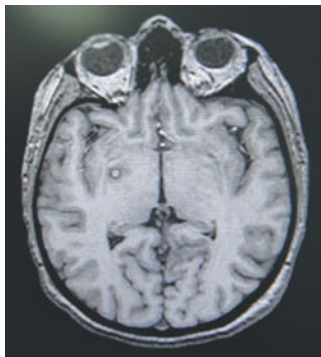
Паллидотомия. МРТ-контроль, 1-е сутки.
